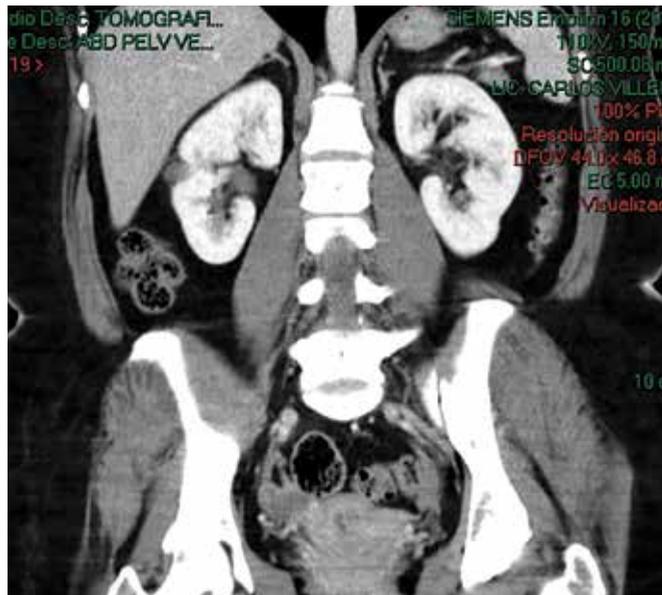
Urotomography (Uro-CT) axial section, in venous phase.
